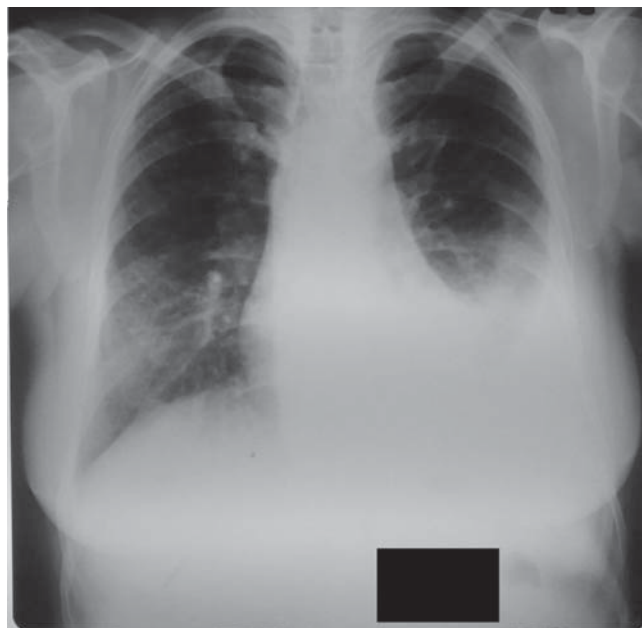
Radiografia bolnavei B.:
